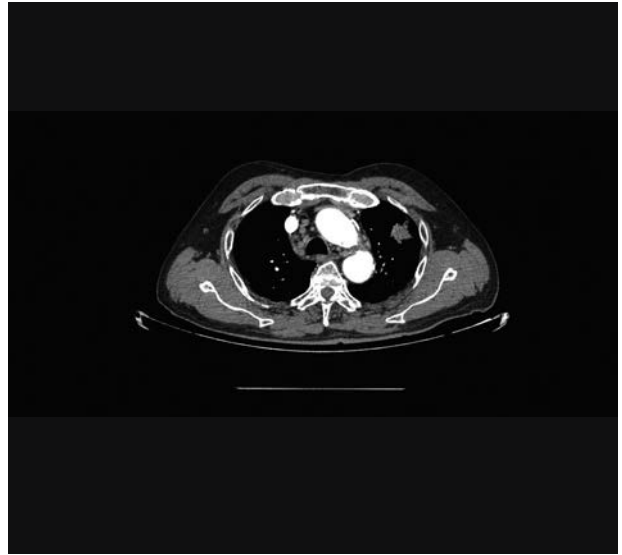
Tomografía axial computarizada en ventana mediastinal (con contraste endovenoso), en donde se observan múltiples adenopatías aumentadas de tamaño en el nivel 4R, sin captación de contraste. (marcado con flecha). Además, se observa un tumor en el lóbulo superior izquierdo del pulmón. (dentro del círculo). El informe final fue adenocarcinoma pulmonar (*Caso número 36*). (Archivo del autor)
